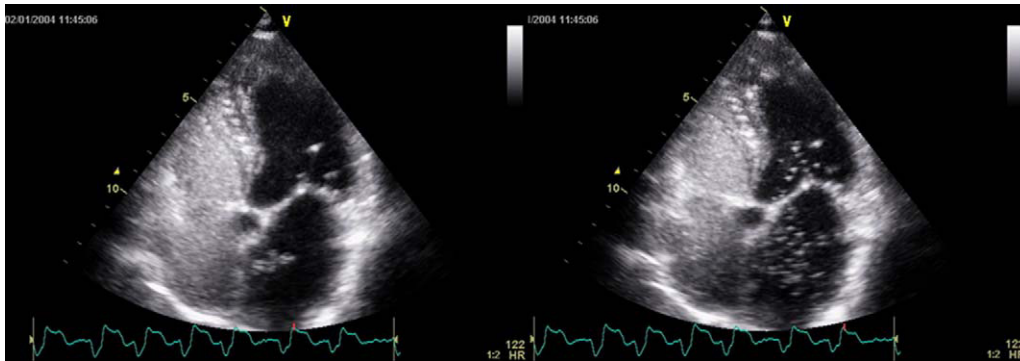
Ecocardiografía transtorácica que muestra el paso de contraste a través del foramen oval permeable.
